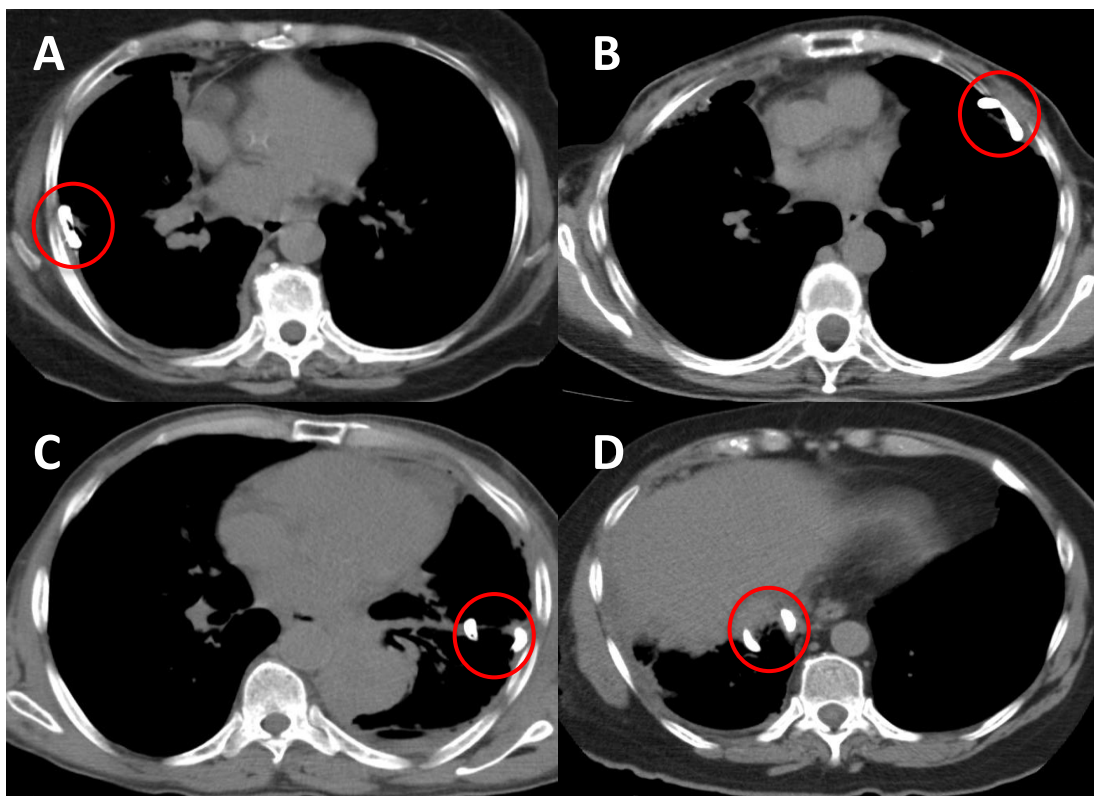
Posição da ponta do cateter pleural à TC. A: pósterolateral; B: anterior; C: fissural e D: subpulmonar.
